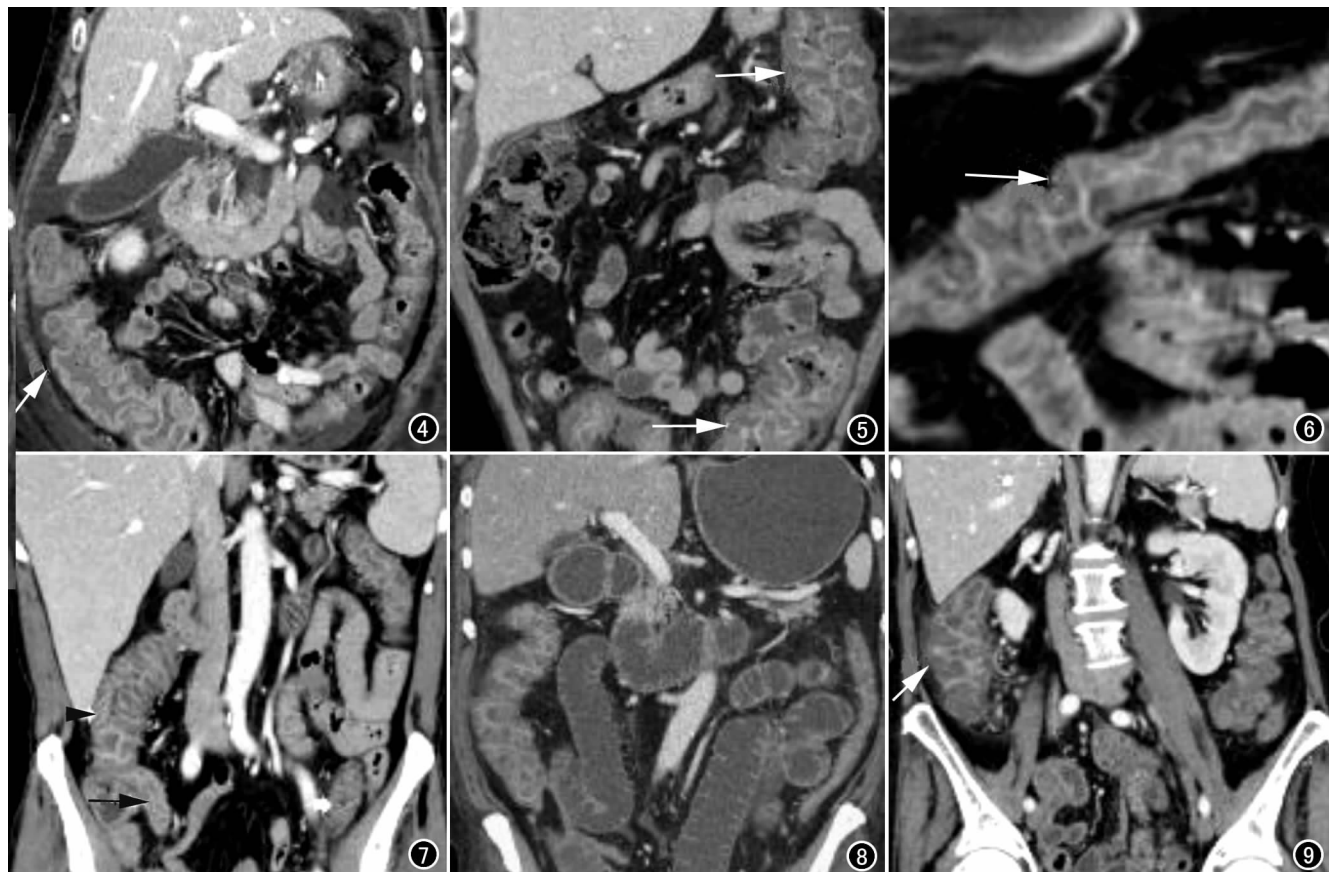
增强腹部 CT 冠状面重组像示右半结肠 PMC 肠壁强化明显,带有腹水(箭)。图 5 增强腹部 CT 冠状面重组像示左半结肠 PMC 肠壁肿胀明显并皱褶(箭)。图 6 腹部 CT 冠状面重组像示横结肠 PMC(箭)。图 7 增强腹部 CT 冠状面重组像示 PMC 患者肠壁肿胀明显(箭头),但肠管周围情况较好,末端回肠受累(箭)。图 8 增强腹部 CT 冠状面重组像示右半结肠周围可见腹水。图 9 增强腹部内 CT 冠状面重组像示重症 PMC 患者并发肠梗阻(箭)。
